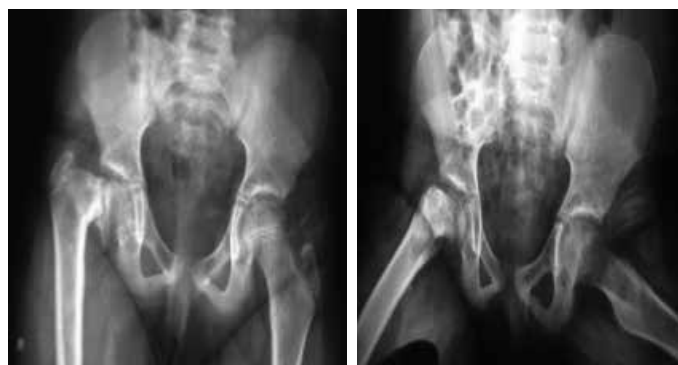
Radiografia em ântero-posterior (A) e perfil de Lowenstein (B) da bacia evidenciando coxa vara congênita a direita.
